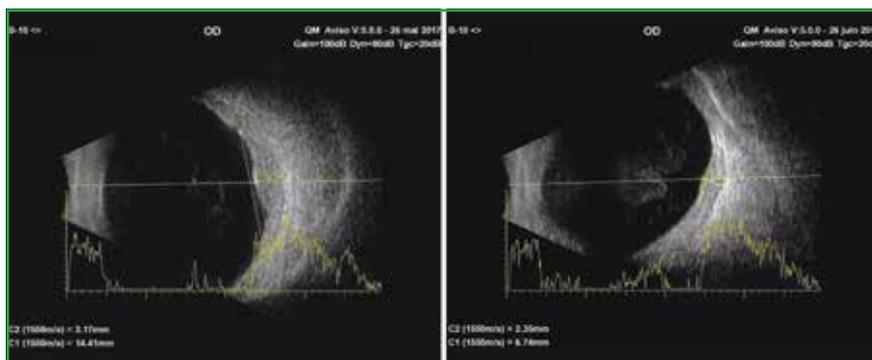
Échographie en mode B : lésion uniformément isoéchogène sans excavation choroïdienne. Échographie en mode A : réflectivité irrégulière forte à moyenne, on constate l'affaissement de la lésion à un mois d'une PDT.
